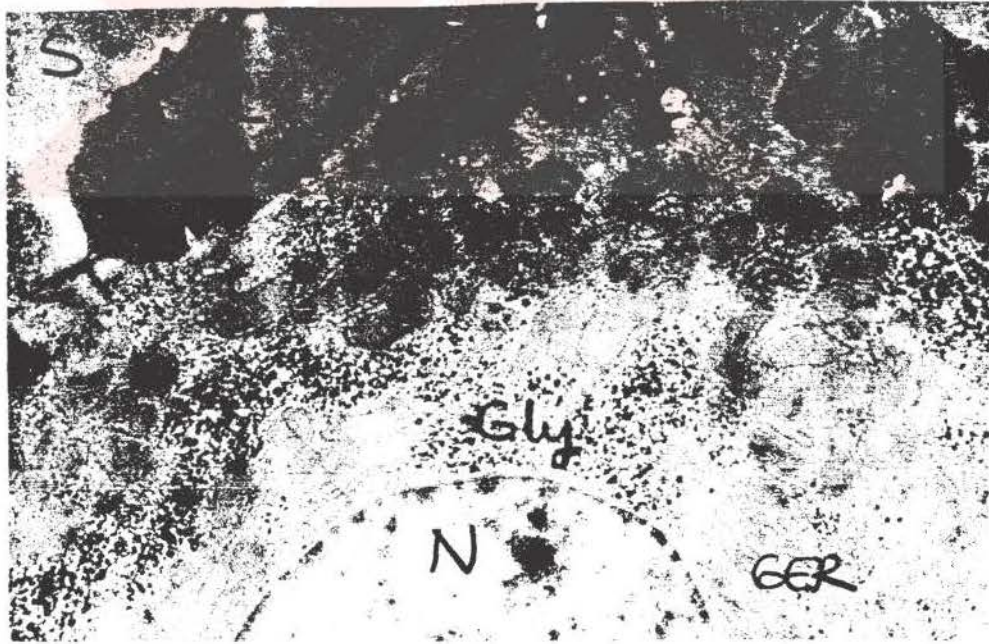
Cimetidine sonrası theophylline grubu sıçan hepatositlerini gösteren ışık mikrofotografisi.
